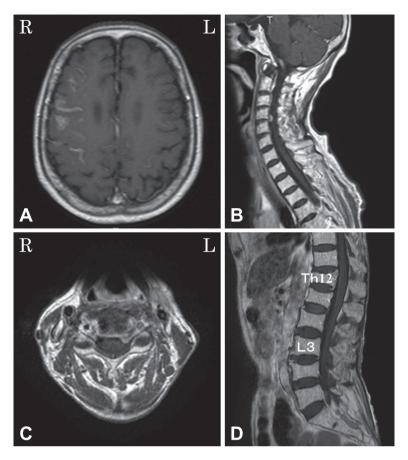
Brain and spine MRI findings.
